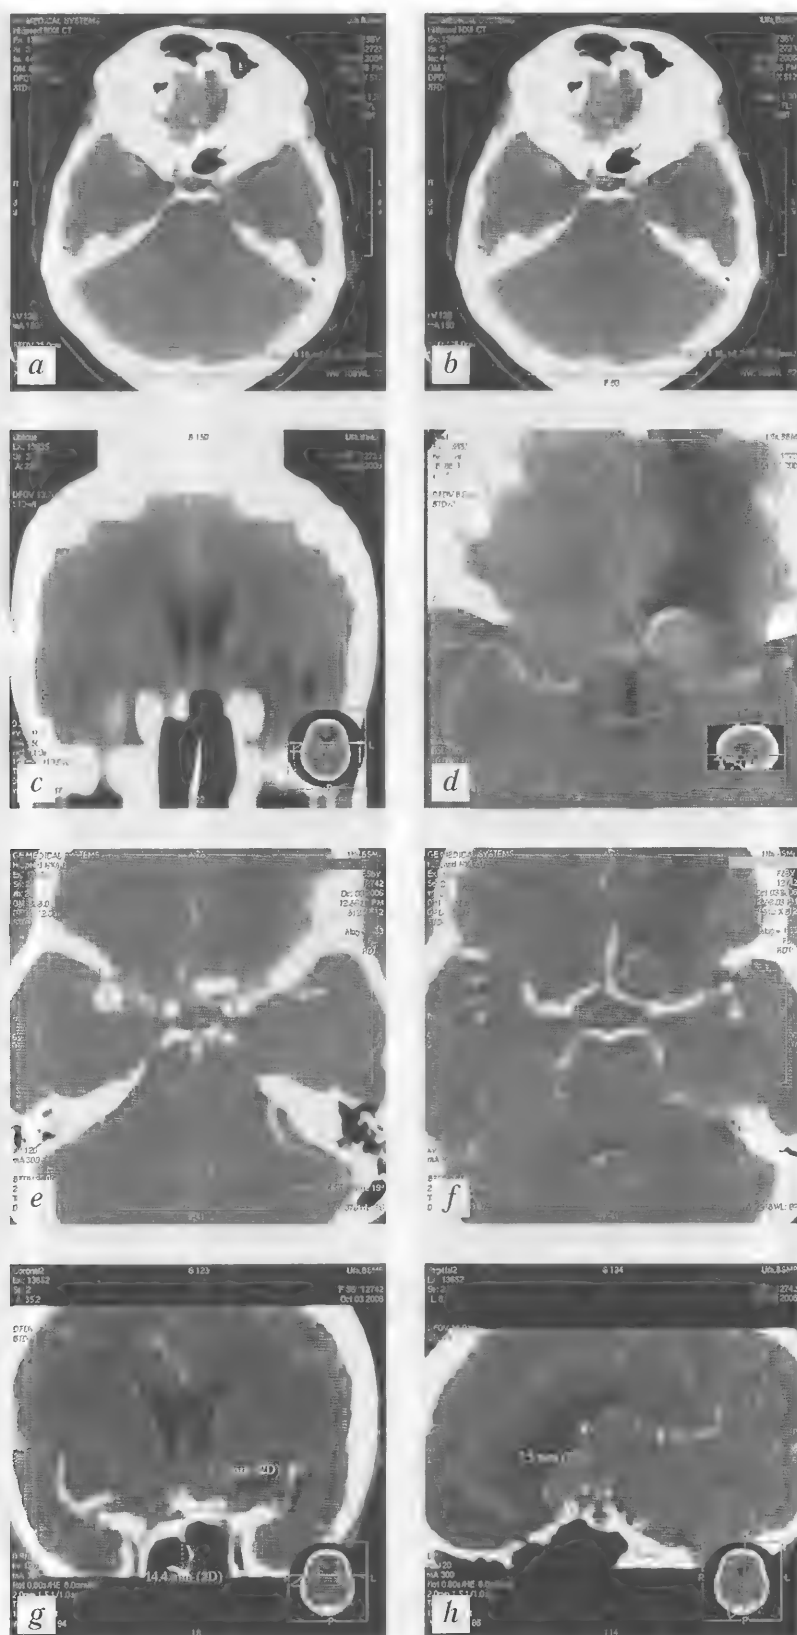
Больная Г., 56 лет. Постишемическая киста в правой лобной доле. В ложе аневризмы СМAs — тромботические массы. Аневризматическая болезнь (аневризмы передней соединительной, левой и правой средних мозговых артерий). КТ — а–h
